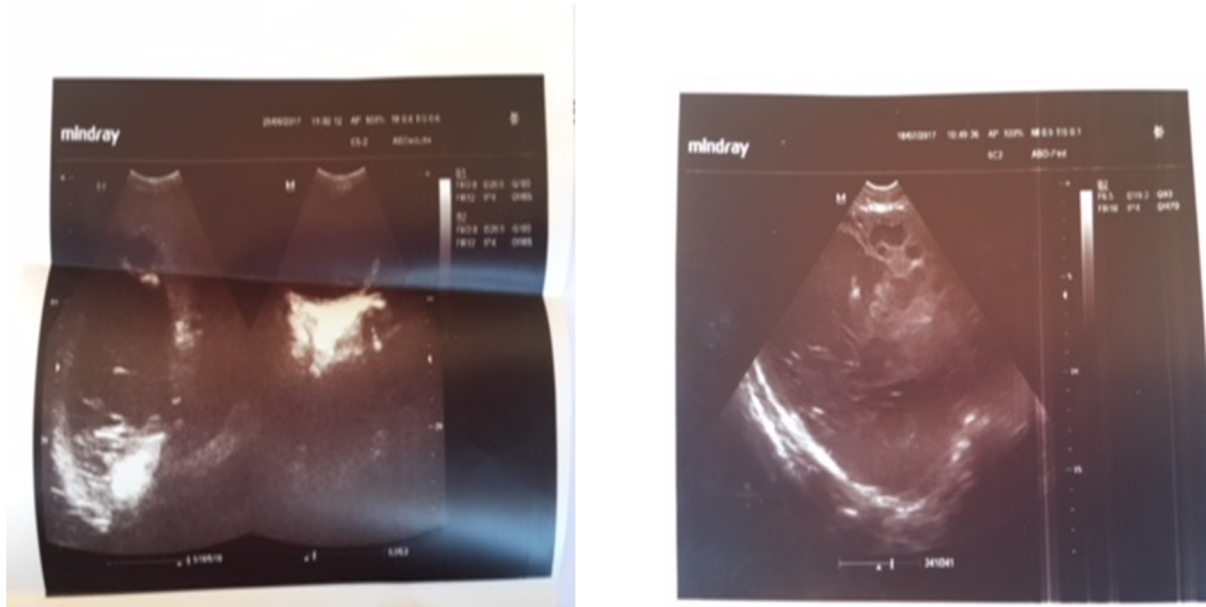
Images échographiques chez nos patients. A gauche, une grande poche bien limitée. A droite, une pleurésie avec des cloisons et membranes flottantes.
